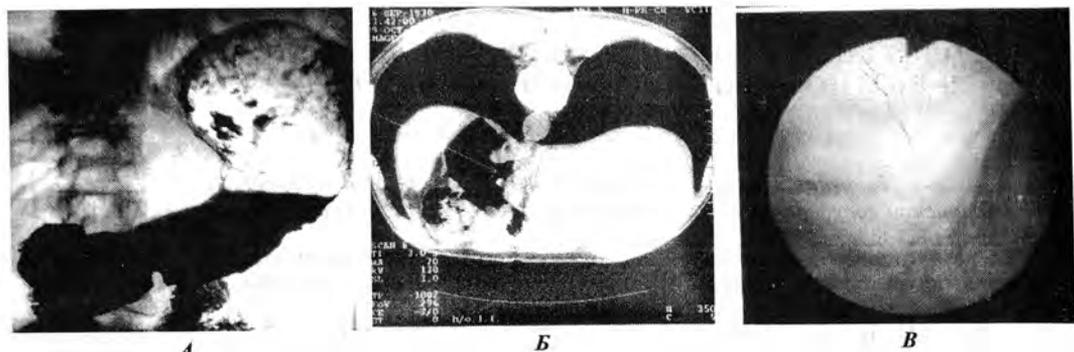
Больная К., 56 лет. Эндофитный рак верхней трети тела желудка. *А* — рентгенограмма желудка (двойное контрастирование): ригидность стенок желудка в субкардиальном отделе с переходом на заднюю стенку и большую кривизну. *Б* — РКТ: в субкардиальном отделе определяется ограниченное кратное утолщение стенки желудка до 1,3 см, ригидность. *В* — эндоефотография: в верхней трети тела желудка определяется некоторая неровность, ригидность слизистой оболочки.
